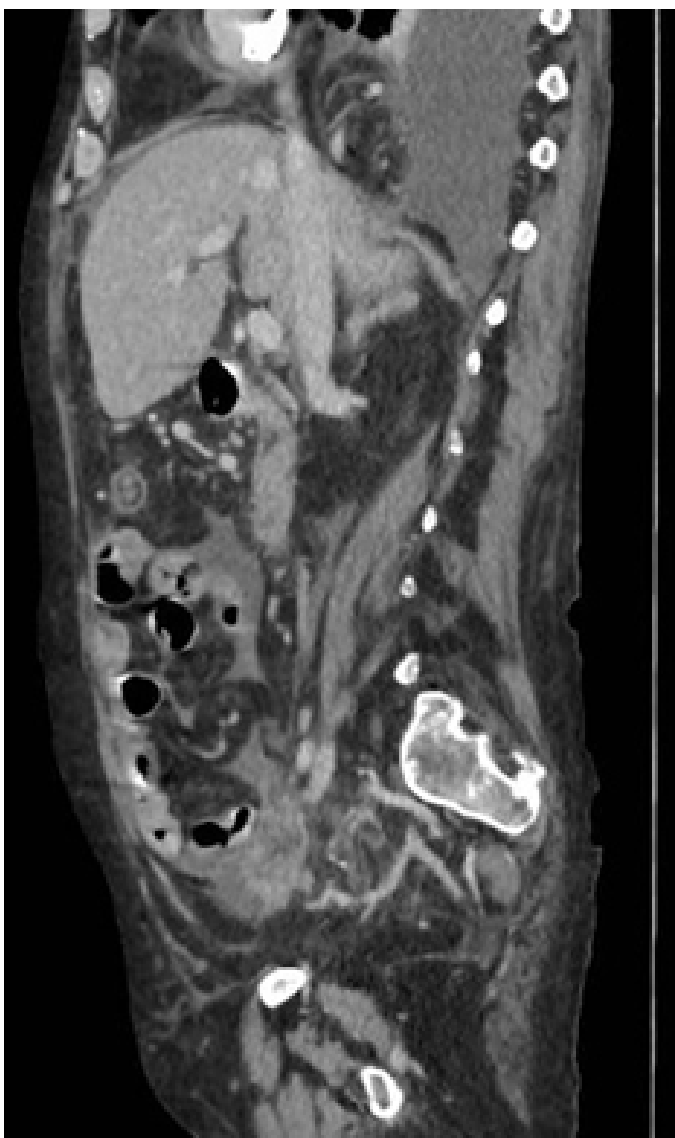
Corte sagital de TC de abdomen que muestra colección intratorácica. Además se aprecian otras colecciones a nivel retrogástrico, en la cola del páncreas y en el ligamento esplenocolónico sin signos de complicación.
